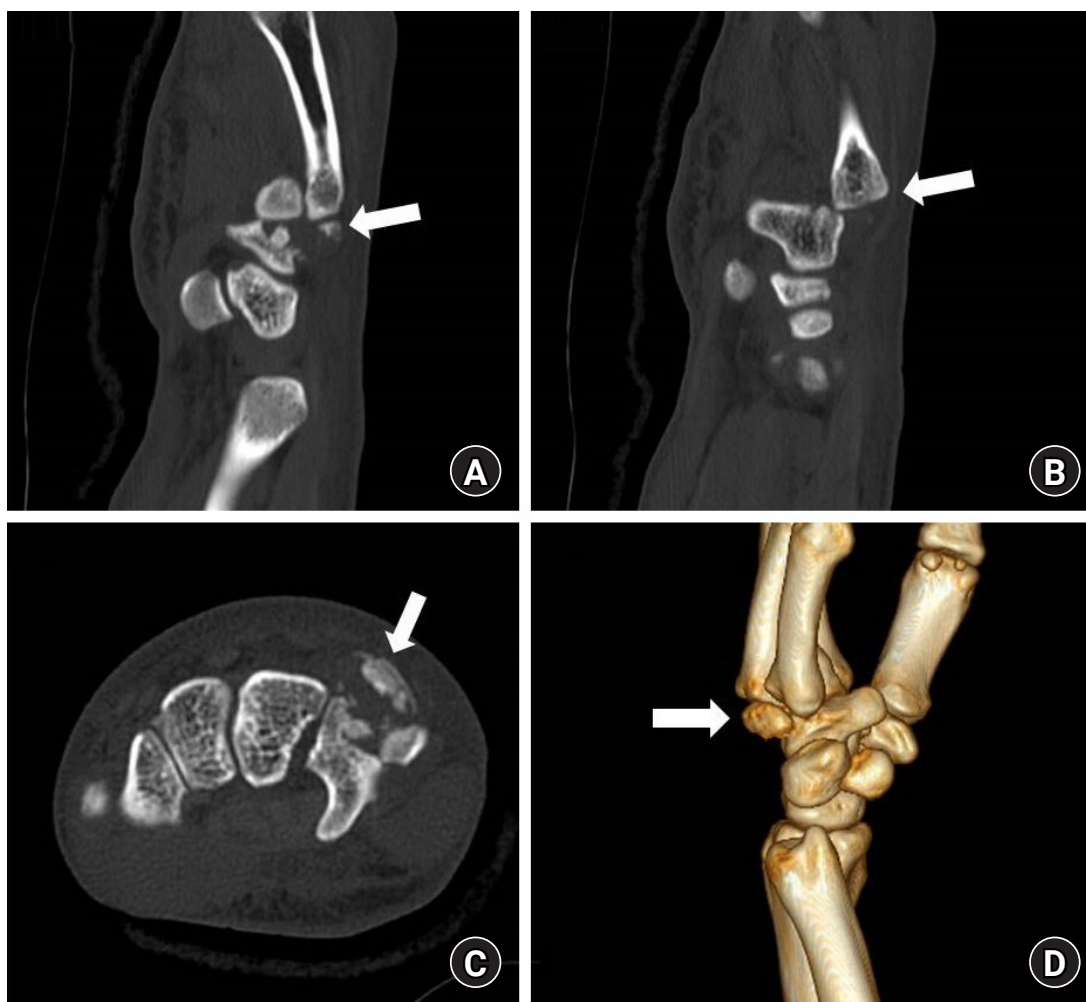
Three-dimensional (3D) computed tomography scan (A and B, sagittal view; C, axial view; D, 3D image) showing displaced fracture dislocation of the hamatometacarpal joint (arrows).
